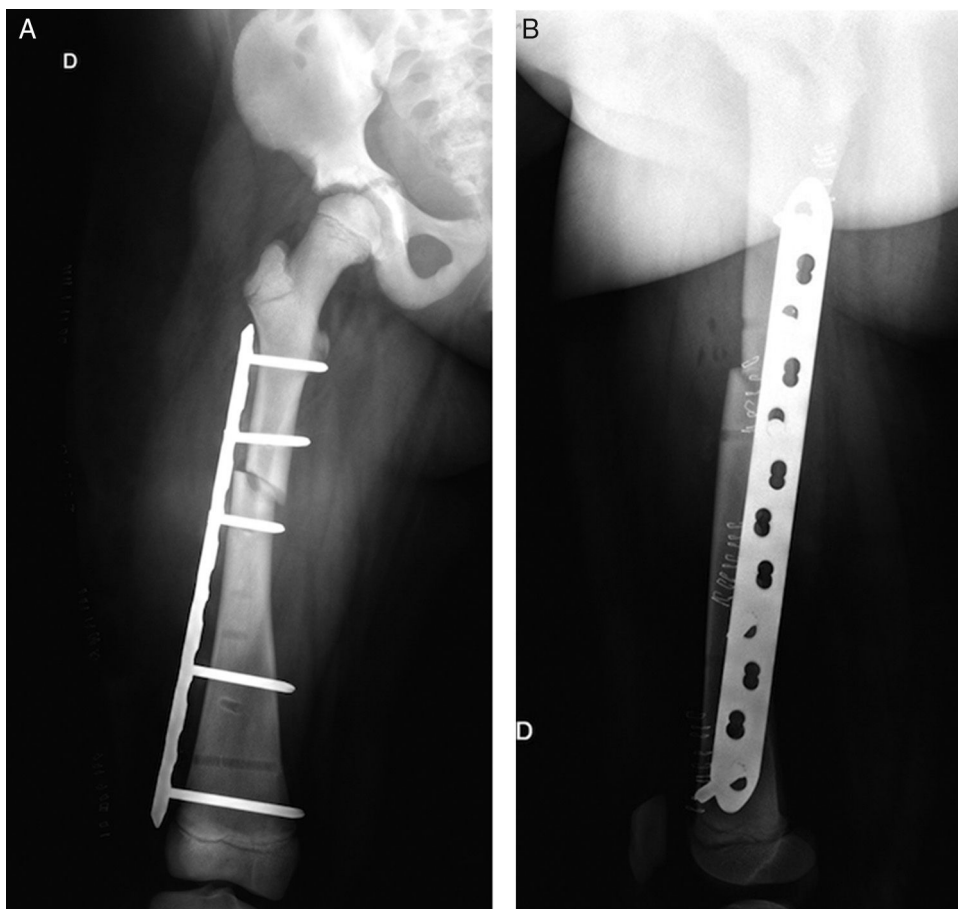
A) Radiografía anteroposterior del fémur derecho postoperado con placa bloqueada. B) Radiografía lateral del fémur derecho postoperado con placa bloqueada.
